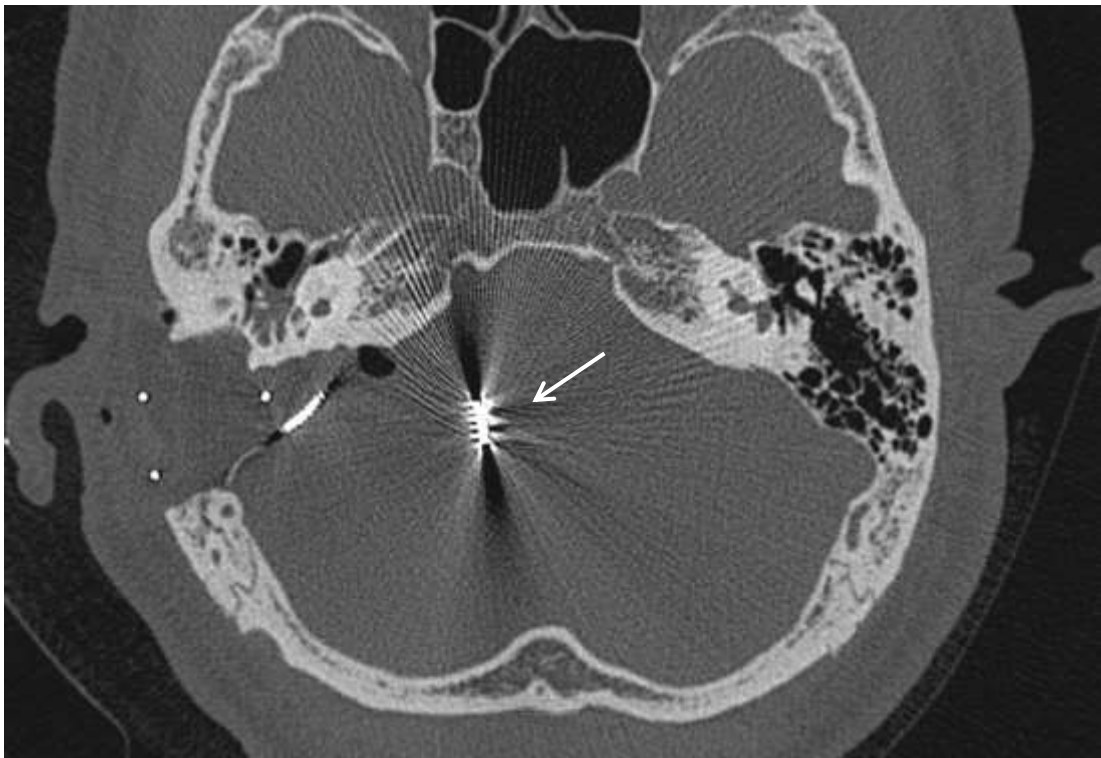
Tomografia computadorizada de ossos temporais, janela óssea, corte axial. Seta: Placa de eletrodos do ABI visualizada em região de tronco encefálico à direita
